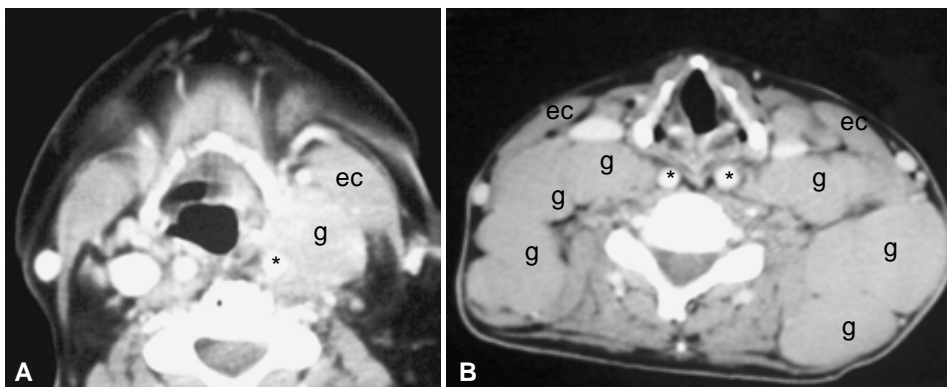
TC. A) Ganglios grandes homogéneos e isodensos a músculo: único en el nivel IIA izquierdo. B) Múltiples bilaterales en los niveles III y VA. Ganglios típicos de linfoma. g = ganglio, ec = músculo esternocleidomastoideo, * = carótida primitiva.
